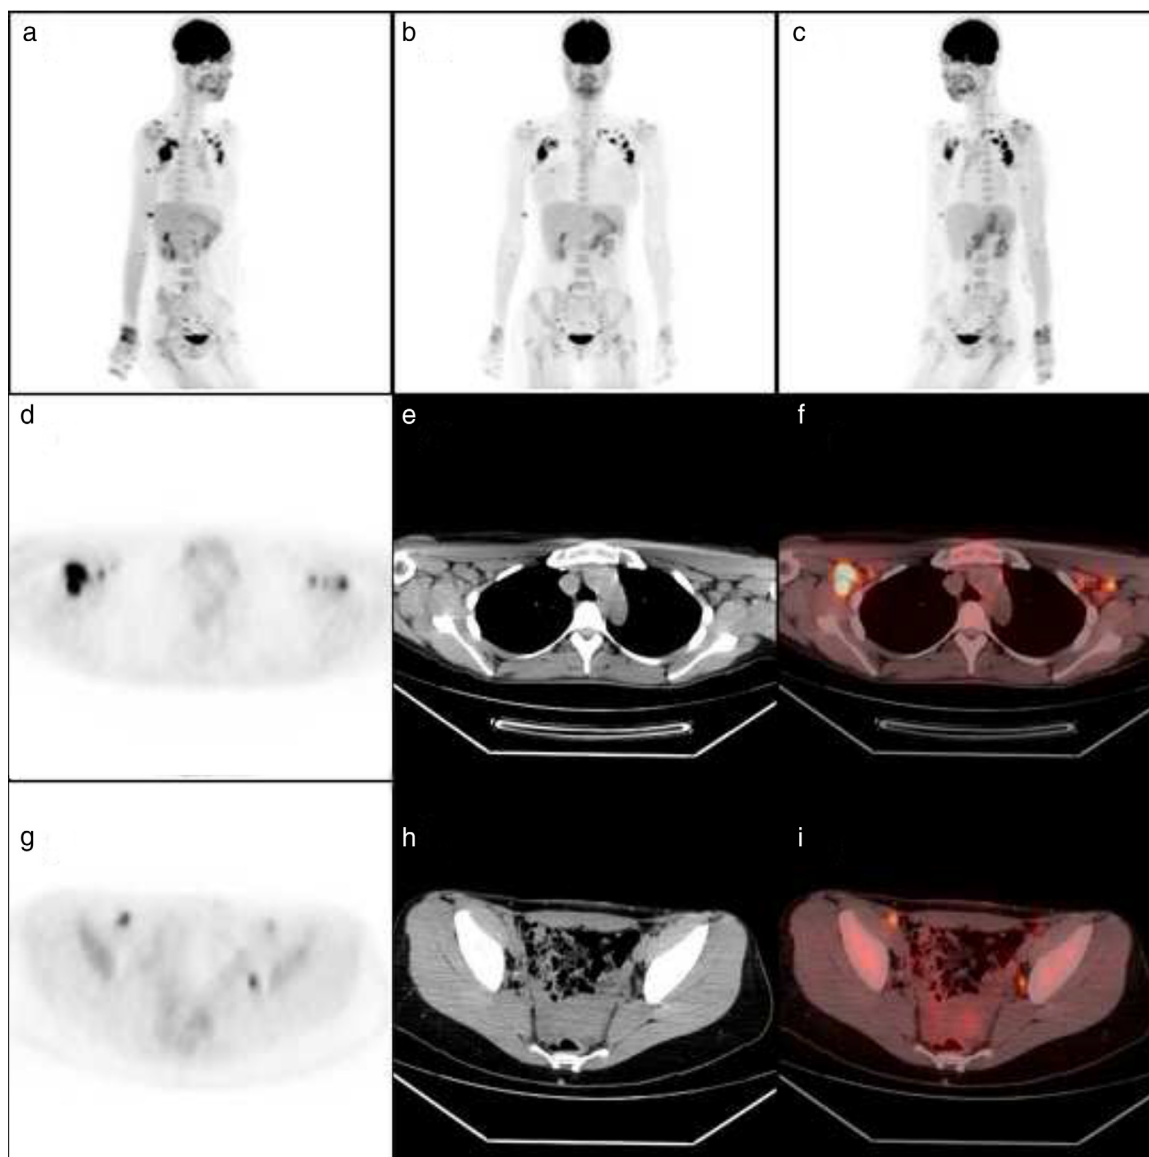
PET com FDG-¹⁸F de paciente de 28 anos, do sexo feminino, queixando-se de poliartralgia simétrica, comprometendo principalmente mãos e punhos, associada à rigidez matinal prolongada. A pesquisa laboratorial revelou VHS de 81 mm, fator reumatoide positivo (40,2 UI/mL) e anticorpo antipeptídeo citrulinado fortemente positivo (82,5 UI/mL). As imagens de reconstrução tridimensional (a,b,c) revelam hipermetabolismo nos ombros, punhos, metacarpofalângianas, interfalângianas proximais das mãos e quadris. As imagens tomográficas do PET (d,g), tomografia (e,h) e PET/CT (f,i) demonstram intenso hipermetabolismo nos linfonodos axilares e pélvicos bilaterais (arquivo pessoal).
